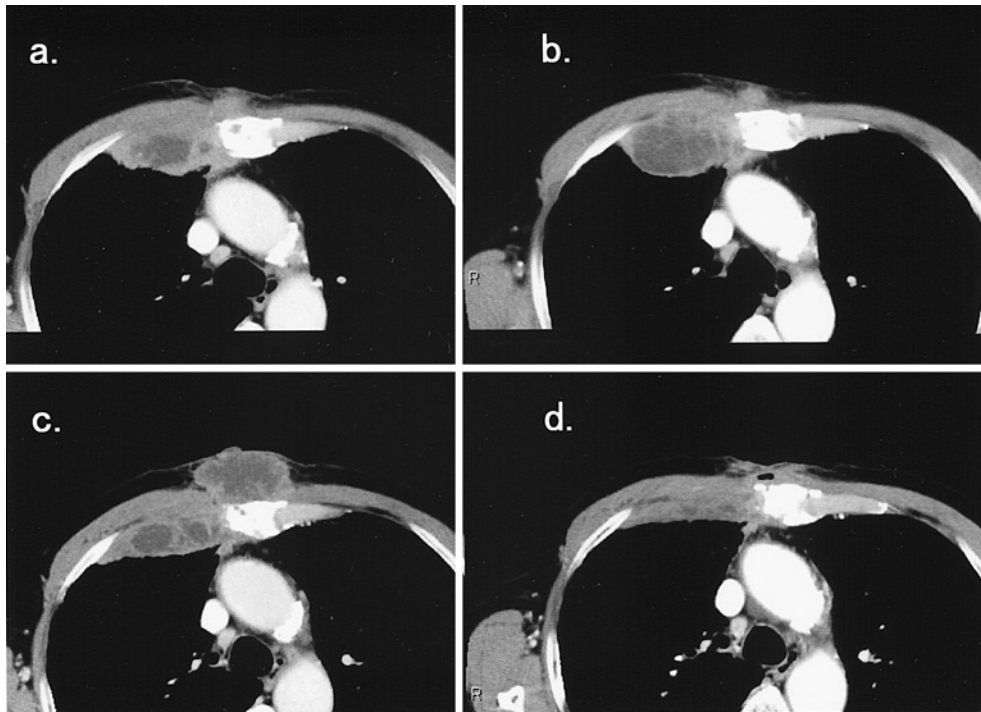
(a) (Aug. 2007) Chest CT scan shows the formation of an abscess from the subcutaneous area to the thoracic wall. (b) (Feb. 2008) After treatment with antituberculous drugs for 3 months, the abscess formation revealed no change. (c) (Aug. 2008) The abscess formation had worsened. (d) (Nov. 2008) After the administration of L-AMB, his abscess markedly improved.
